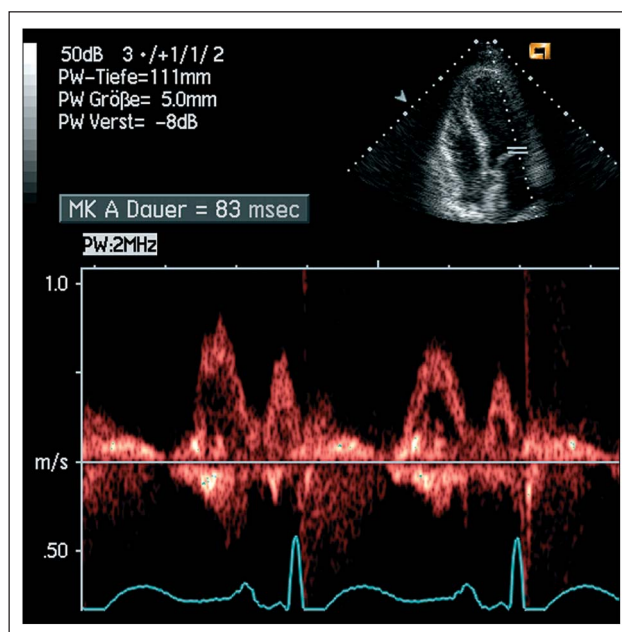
PW-Dopplerspektrum über Mitralklappe: E-Welle und A-Welle (von apikal)
